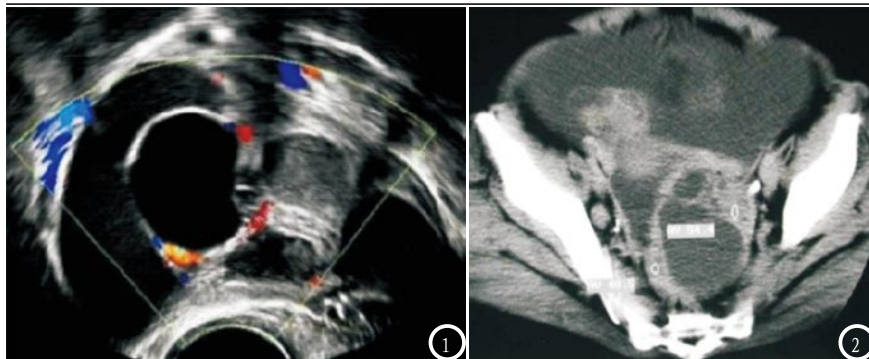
实性黏液性囊腺癌,超声图像显示多隔多房,部分房内有密集光点回声,部分房内透声好,分隔上较多血流信号;图2 图像示实性浆液性囊腺癌,CT示肿瘤为囊实性,囊壁不规则增厚大于3mm,实性部分为片状和结节状强化明显。
